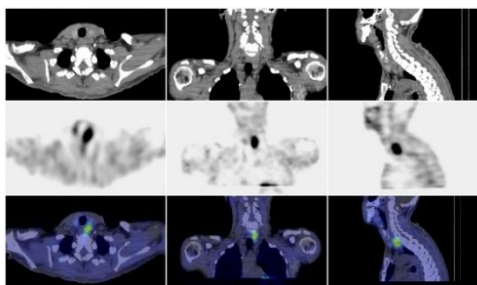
SPECT-CT. El foco hipercaptante corresponde a la localización.
